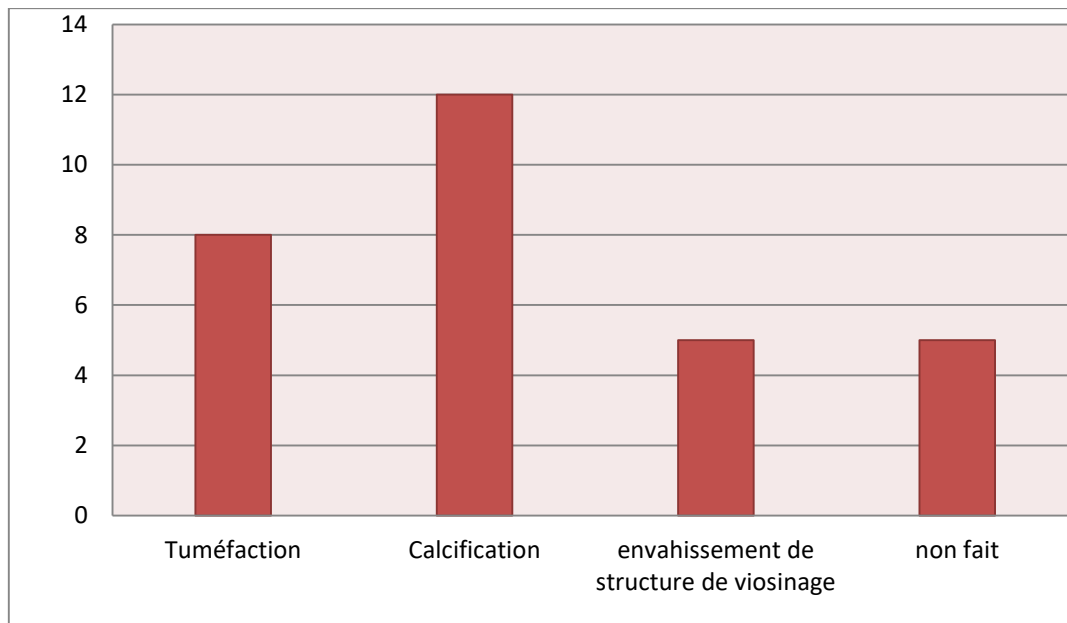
Répartition des patients selon l'échographie du site
